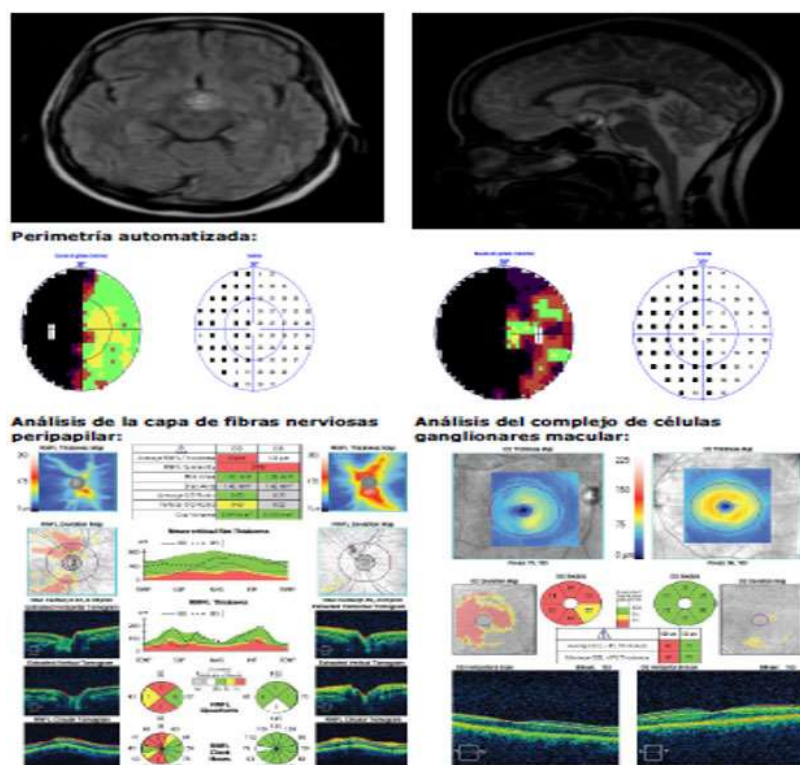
Resonancia magnética simple de cráneo y órbitas. Lesión rellena con *coils*.
